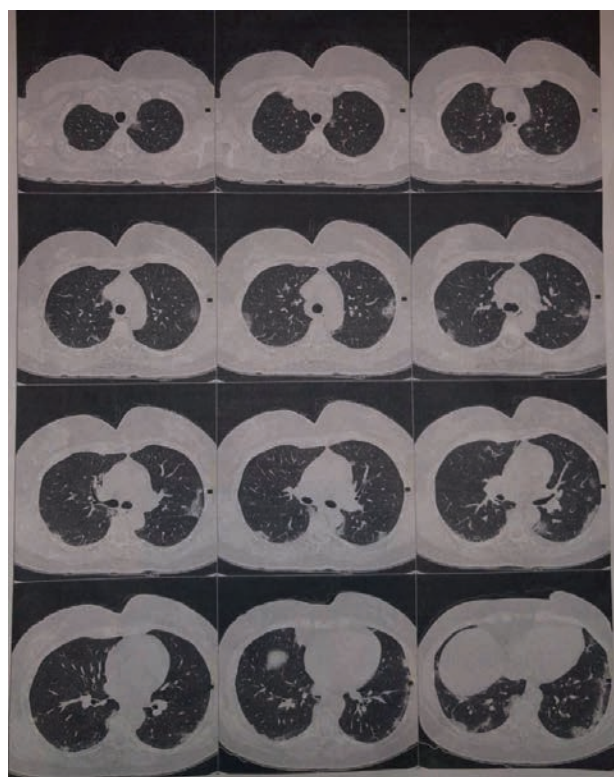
Patient's CT scans (20.09.2020)
